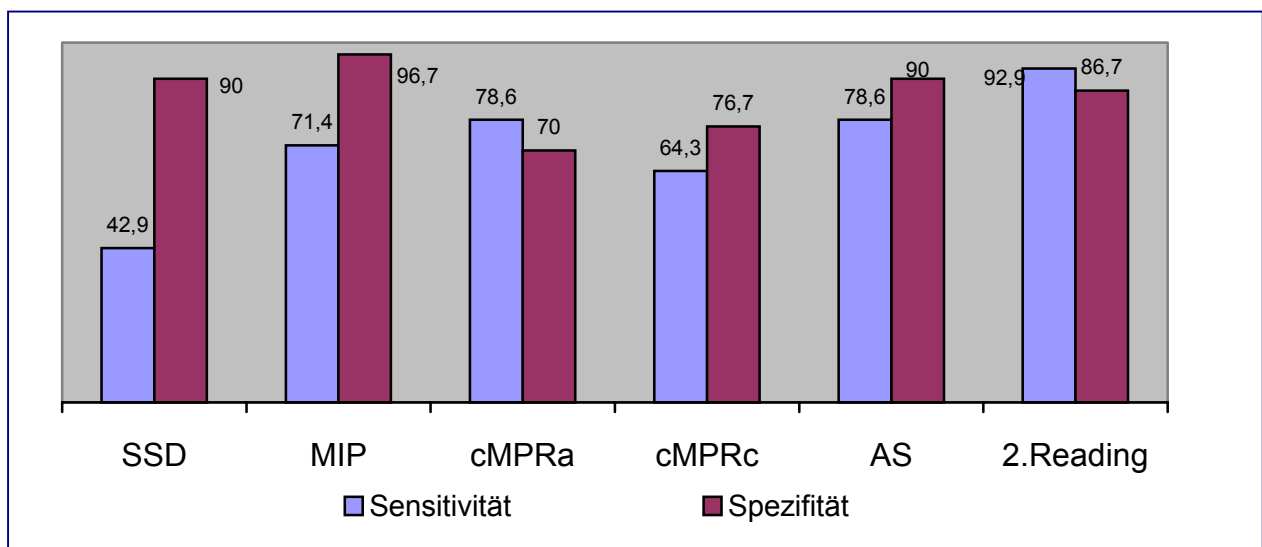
Sensitivität und Spezifität der CTA - Untersuchungen
